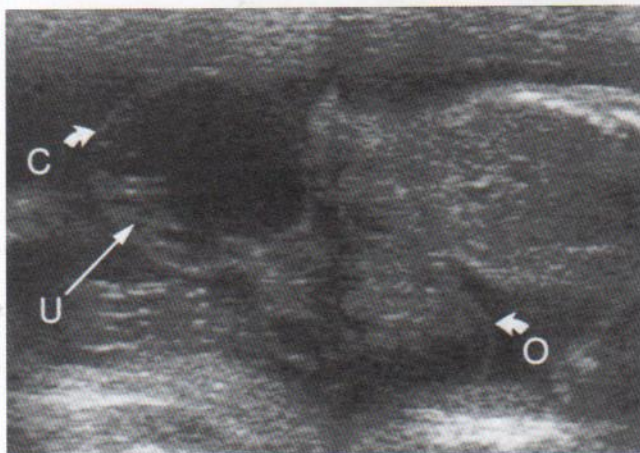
Ecografía del cordón umbilical (U) de un feto que muestra un quiste alantoideo (C), que se asocia a un onfalocele (O) o herniación de vísceras hacia la parte proximal del cordón umbilical. (Tomado de Townsend RR: *Ultrasound evaluation of the placenta and umbilical cord*. En Callen PW [ed.]: *Ultrasonography in Obstetrics and Gynecology*, 3.ª ed. Filadelfia, WB Saunders, 1994.)
